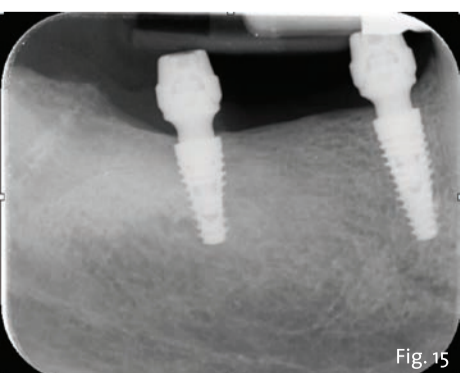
Controllo radiografico a 3 mesi dall'inserimento implantare.
